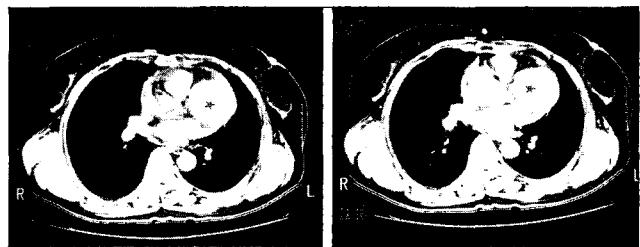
Axial preenhanced(Right) & contrast enhanced(Left) Chest CT show a round mass(diameter 6.5cm) with peripheral curvilinear calcification(star, mass).
